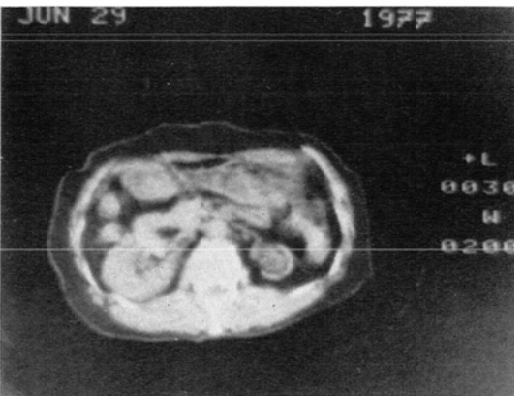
Case K. Contracted kidney. K.K. a 59-year-old woman with left flank pain and high fever. Atrophic left kidney with no compensated right kidney is seen in the CT image.
